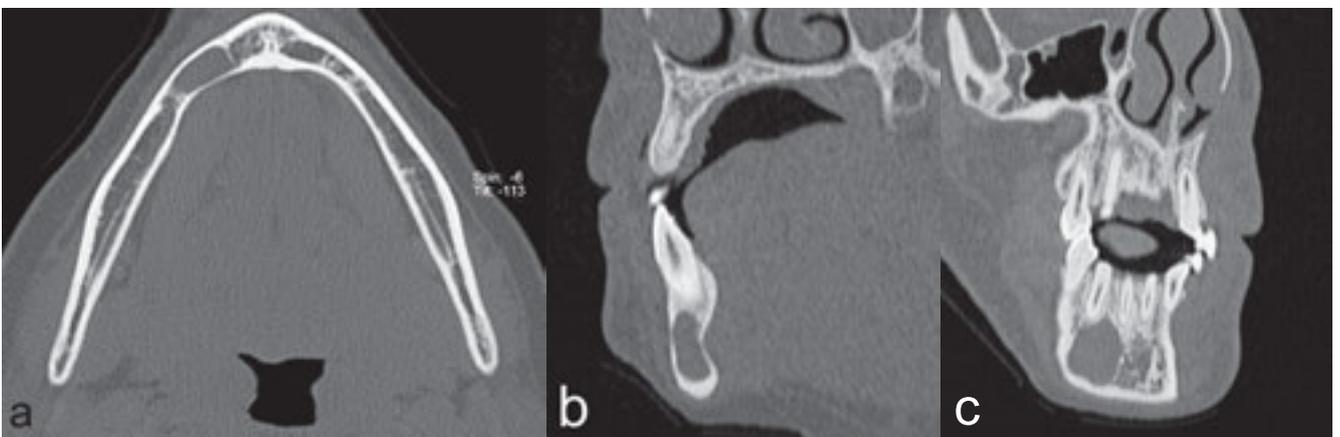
CT des Unterkiefers: Im axialen Schnitt zeigt sich kaudal im rechten Eckzahnbereich eine scharf begrenzte Aufhellung von 14×14×6 mm. Die kortikale Begrenzung ist intakt bei deutlich ausgedünntem Knochen.
